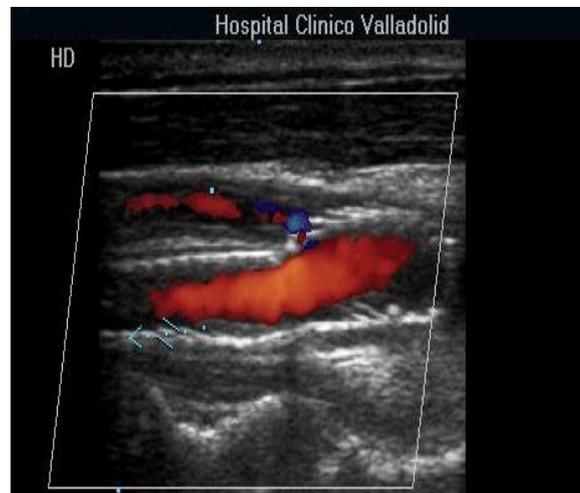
Valoración de la bifurcación carotidea mediante exploración ultrasonográfica con ecodoppler.
